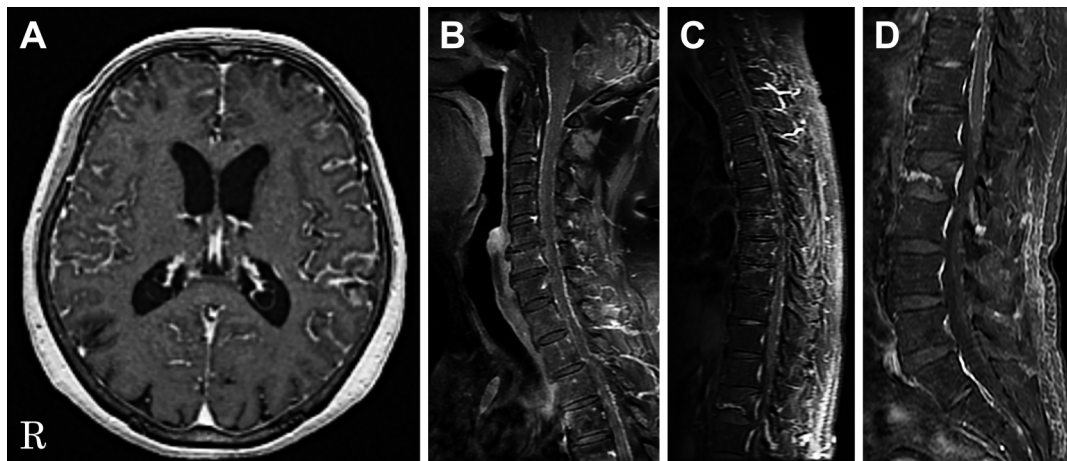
Contrast-enhanced T<sub>1</sub>-weighted images of the brain and spinal MRI.
